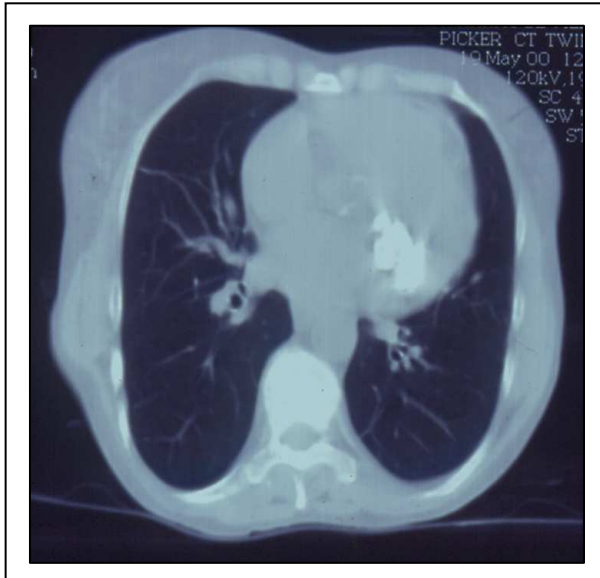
TAC torácico: calcificación de la válvula mitral
